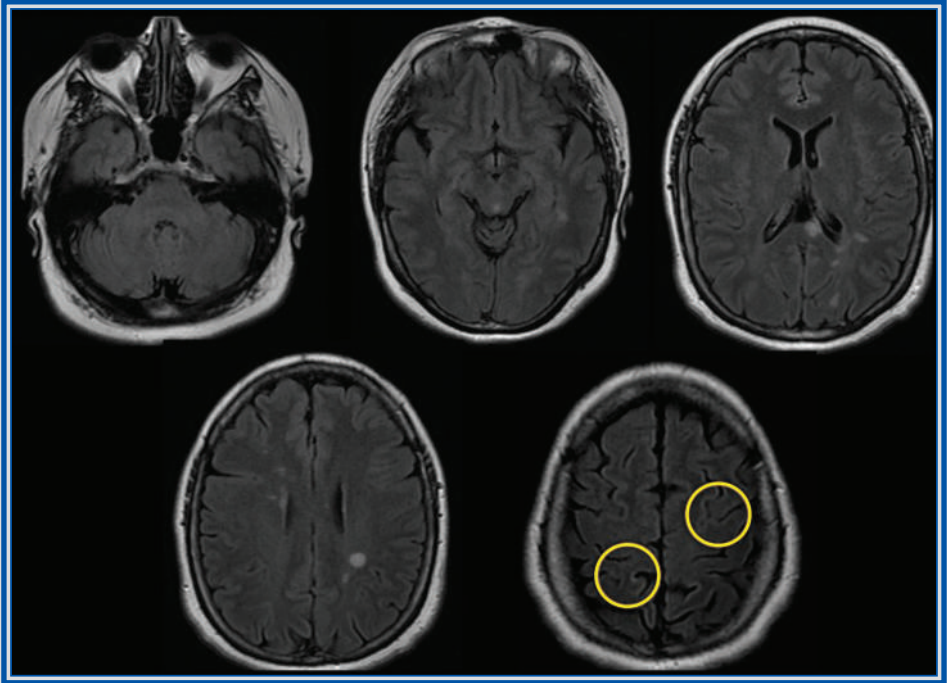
Capítulo 19. Resonancia magnética de cerebro en secuencia T2-FLAIR donde se observan lesiones hiperintensas ovoideas, bien delimitadas, en la región yxtacortical y periventricular.
